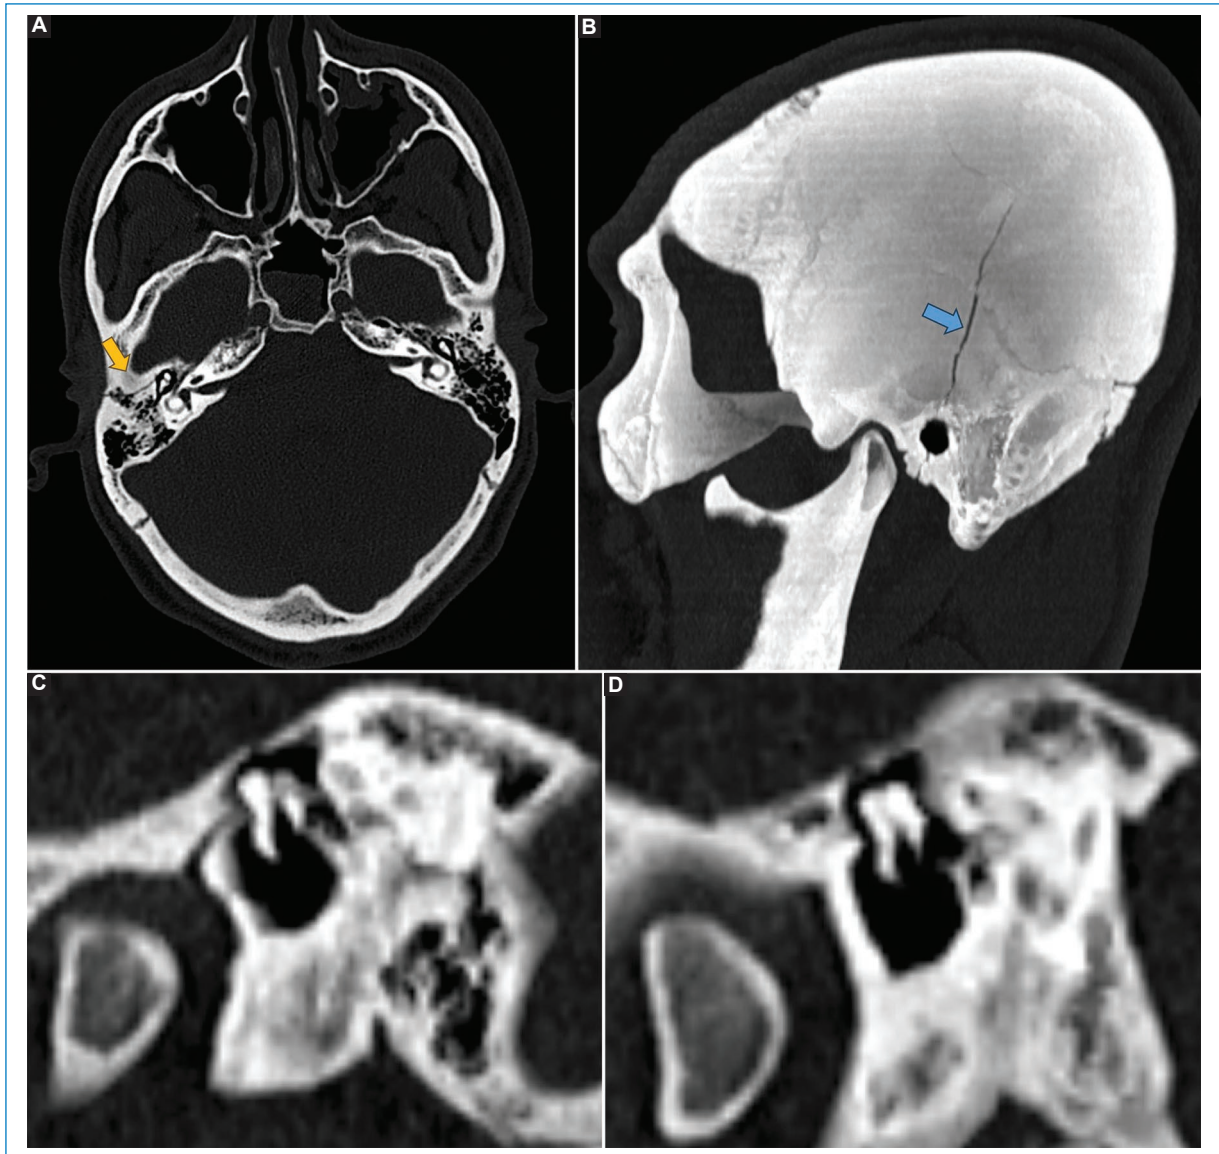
Luxación incudomaleolar en un paciente con trauma craneoencefálico y fractura del hueso temporal. (A) TC en el plano axial en la que se observa el trazo de fractura transversa en la porción petrosa del hueso temporal (flecha). (B) TC del mismo paciente con reconstrucción de máxima proyección de intensidad (MIP) en el plano sagital que muestra el trazo fractura que se extiende desde el hueso parietal, comprometiendo la porción escamosa del hueso temporal y el conducto auditivo externo (flecha). (C y D) TC en planos sagitales oblicuos en la que se observa la luxación entre la cabeza del martillo y el yunque.
